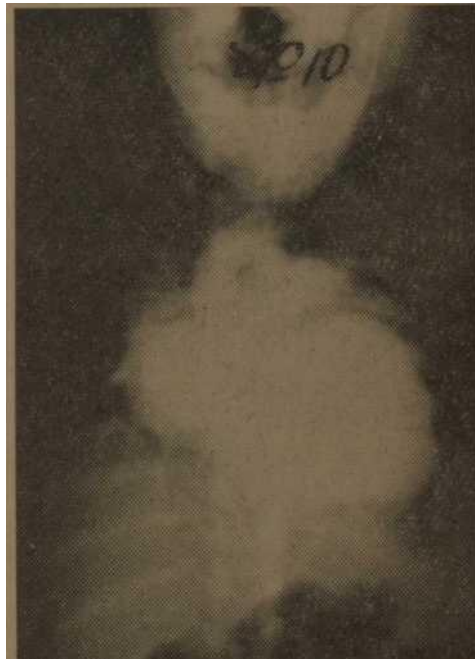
Angiocardiografía: Fase de levoangiogram. Radiografías Nos. 7 y 10.
